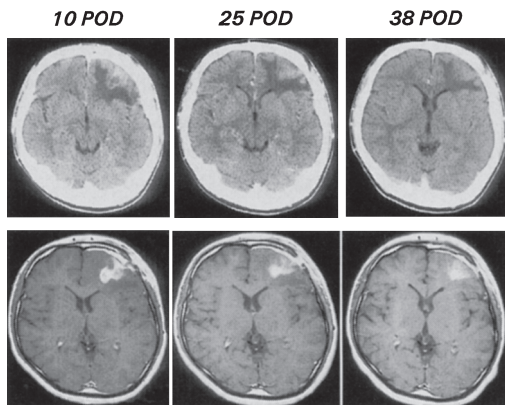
CT scan (above) and T1 MR image (below) after the operation
